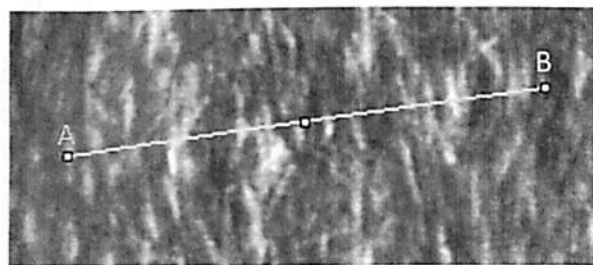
A CT value profile (below) along the line on a slice (above)
